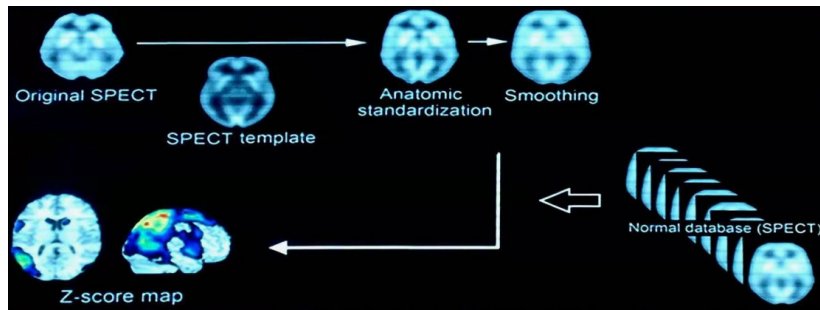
eZIS通过应用SPM2和3D-SSP分析SPECT图像,并与正常数据库对比获得Z分数的过程
